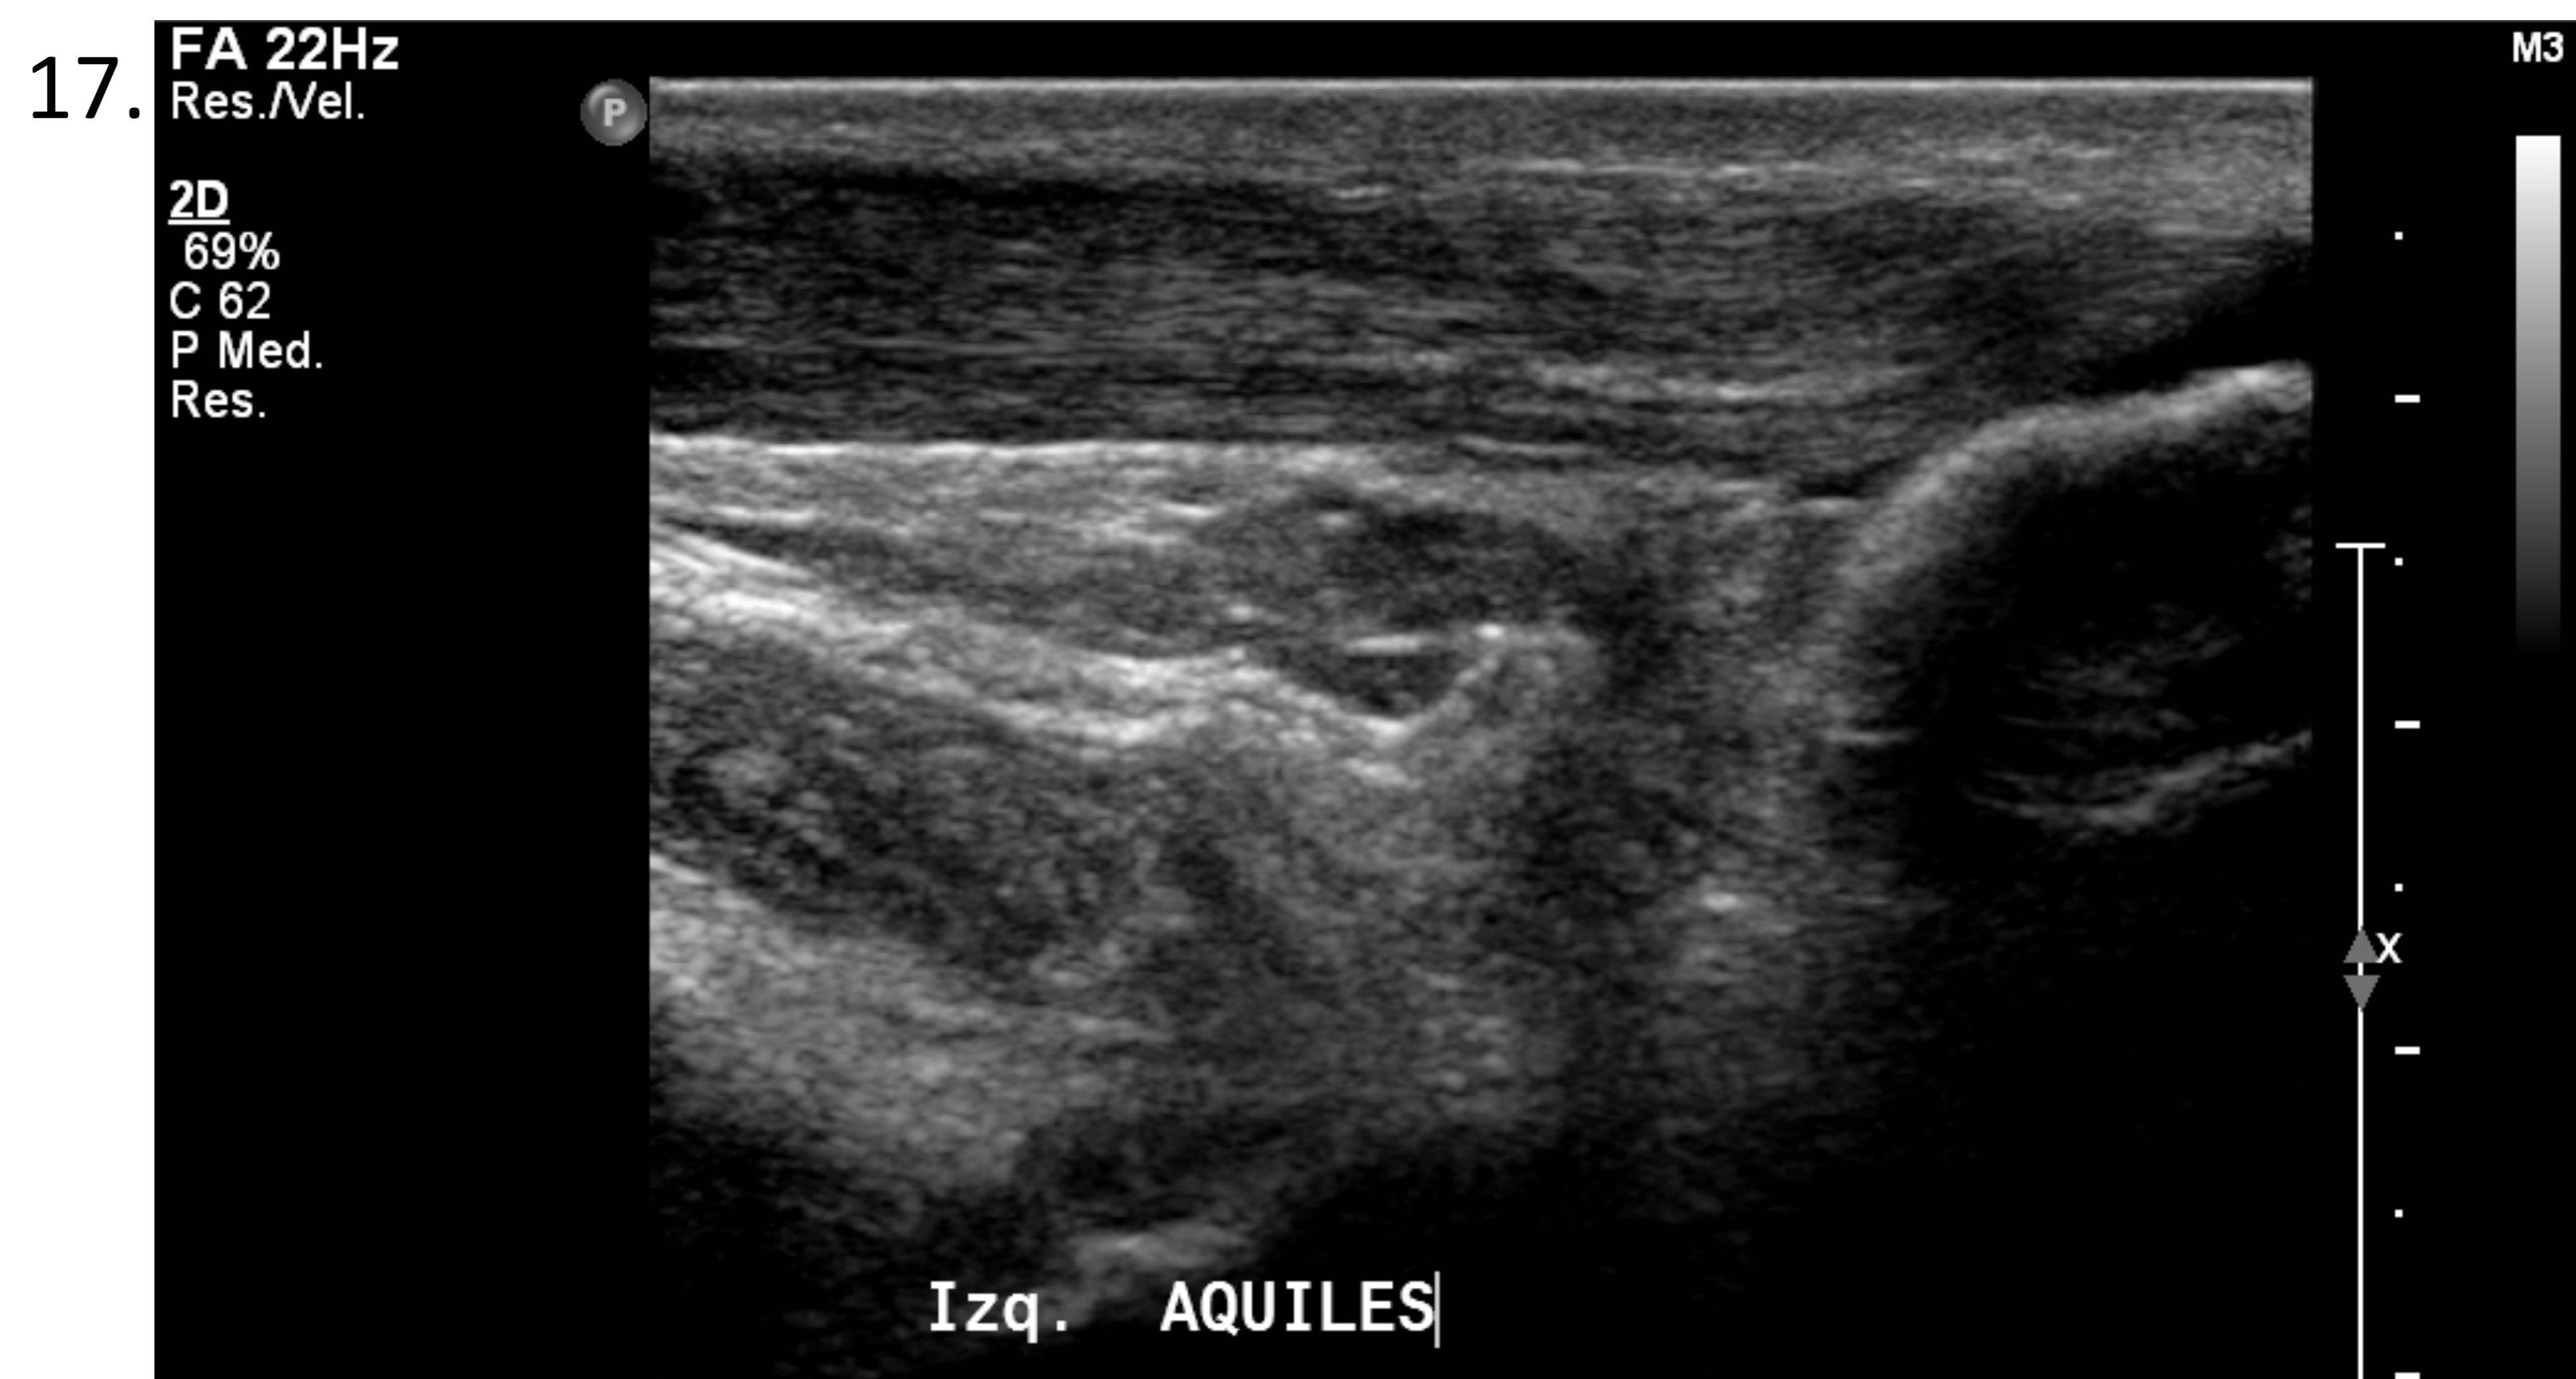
En la ecografía se identifican signos de rotura a espesor completo del tendón aquileo, aproximadamente a 7 cm de su inserción calcánea.
